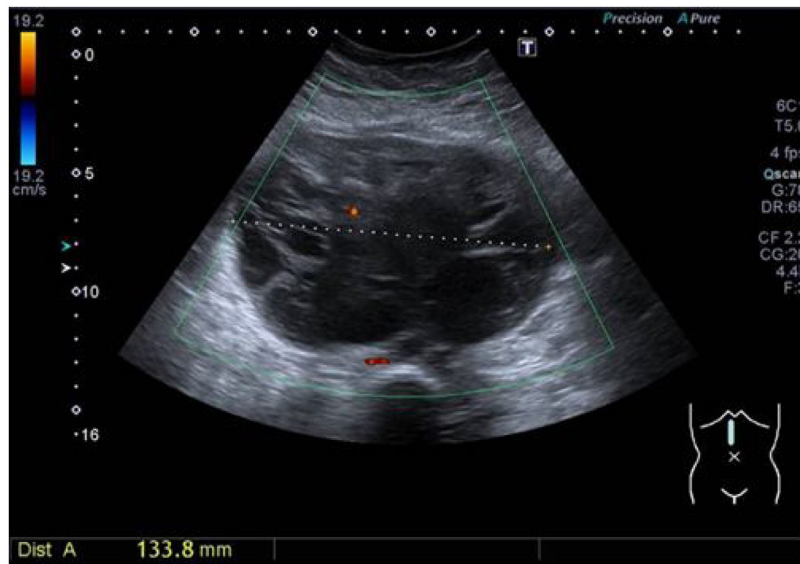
Ecografía de abdomen y pelvis en la que se observa una masa sólido-quística de $13 \times 9,5 \times 12$ cm, de contornos bien definidos y ecogenicidad heterogénea.
